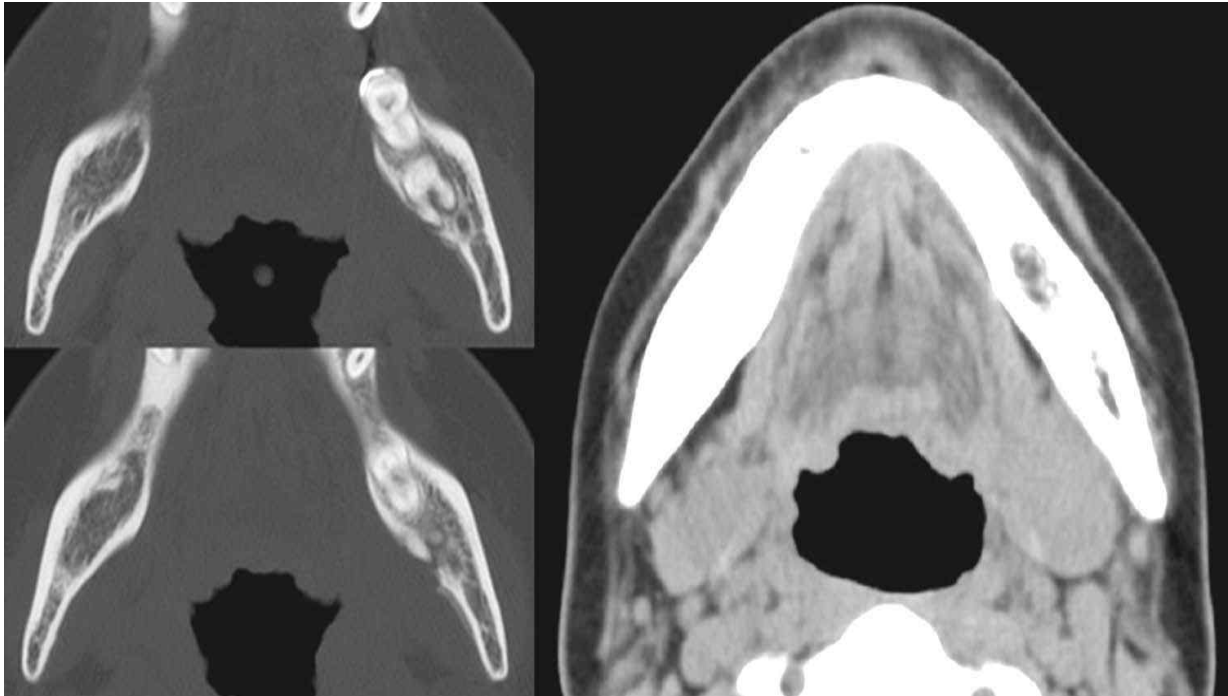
전산화단층촬영에서 좌측 하악 제 3 대구치의 치근단 병소가 하악골의 설측 피질골을 천공한 소견이 관찰되었고 좌측 내익돌근의 두께가 증가된 소견이 관찰되었다.
